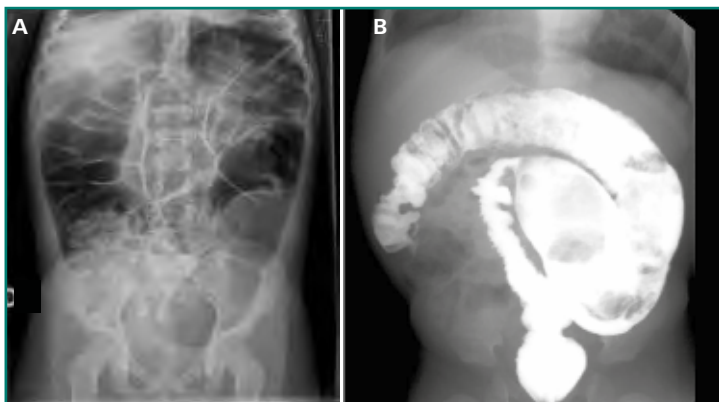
Enfermedad de Hirschsprung: radiografía abdominal con distensión del colon y ausencia de aire distal (A) y enema opaco con estenosis distal (imagen en dientes de sierra) y dilatación colónica (B).
